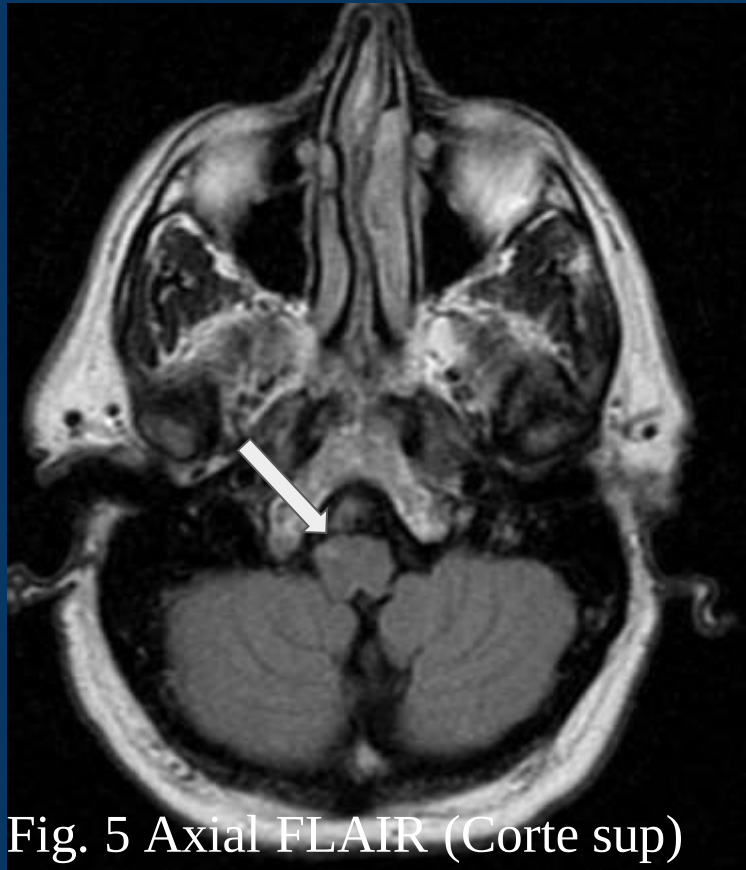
Axial FLAIR (Corte sup)
